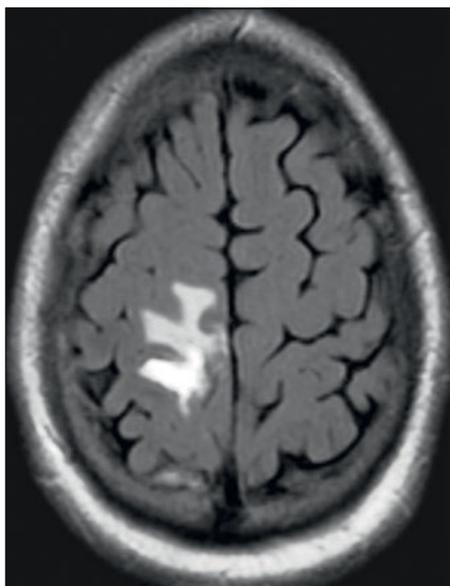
Postoperatives MRT-FLAIR in axialer Schnittebene (gespiegelt). Das kortikale Tumorareal ist deutlich reduziert. In Weiß ist die flüssigkeitsgefüllte Resektionshöhle zu sehen, davor in Hellgrau der nicht entfernbare funktionstragende Tumoranteil.
